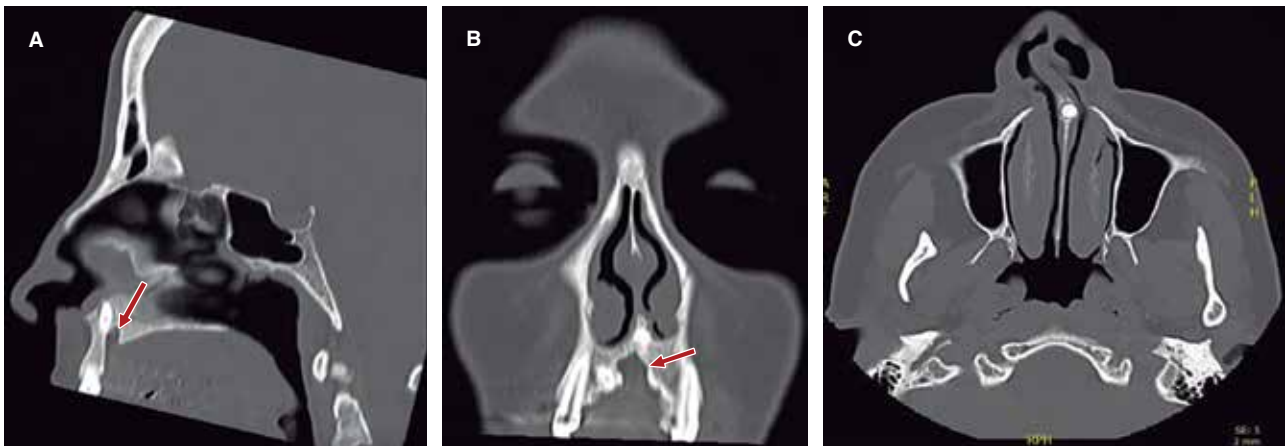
Tomografía computarizada corte axial, se observan dos dientes supernumerarios maxilares demarcados por flechas rojas, uno a nivel de línea media y otro cercano a cortical palatina del hueso maxilar adyacente al diente 1.3.
